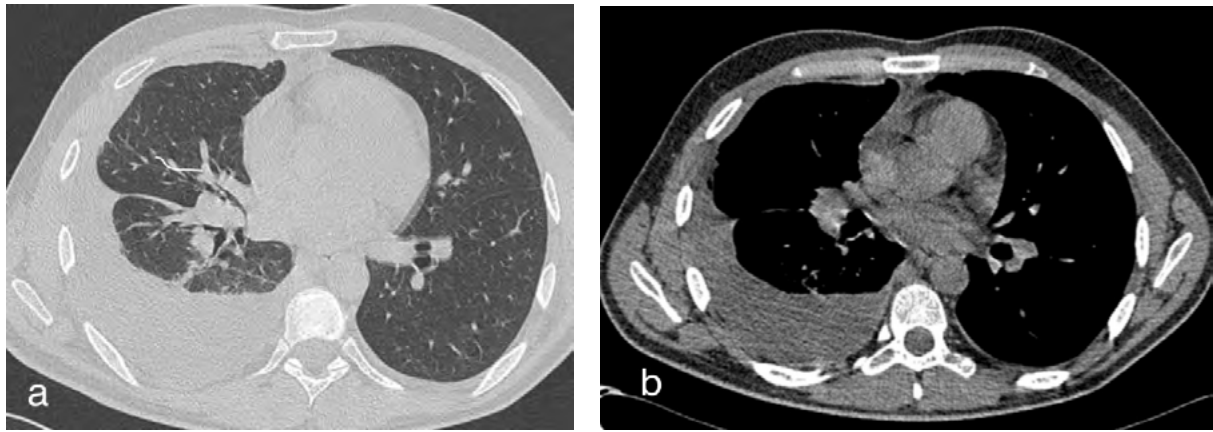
МСКТ ОГП, а-легочное окно, неизменная легочная ткань; б-мягкотканое окно, правосторонний гидроторакс.
